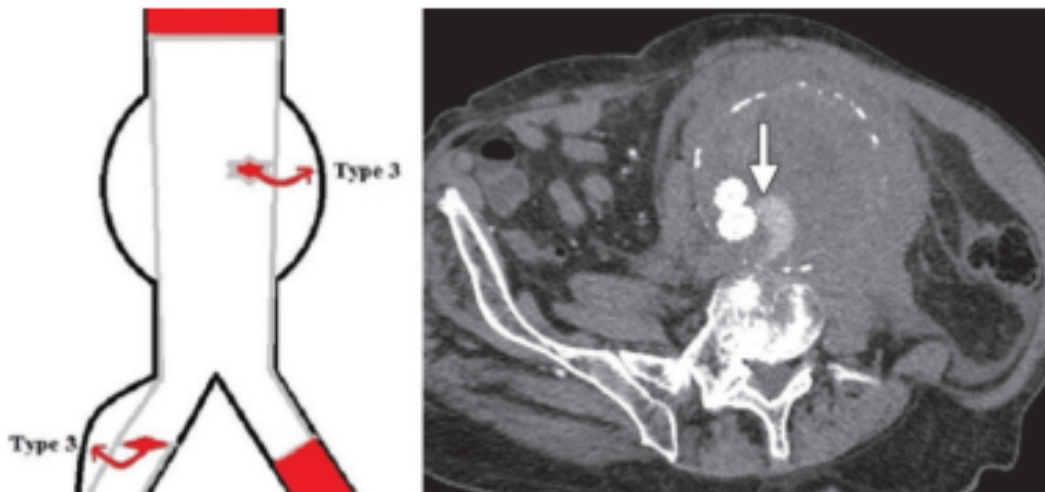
Endoleak* tipo III. B-imagem axial de TC pós colocação de *stent* sets apontar para a fuga;
